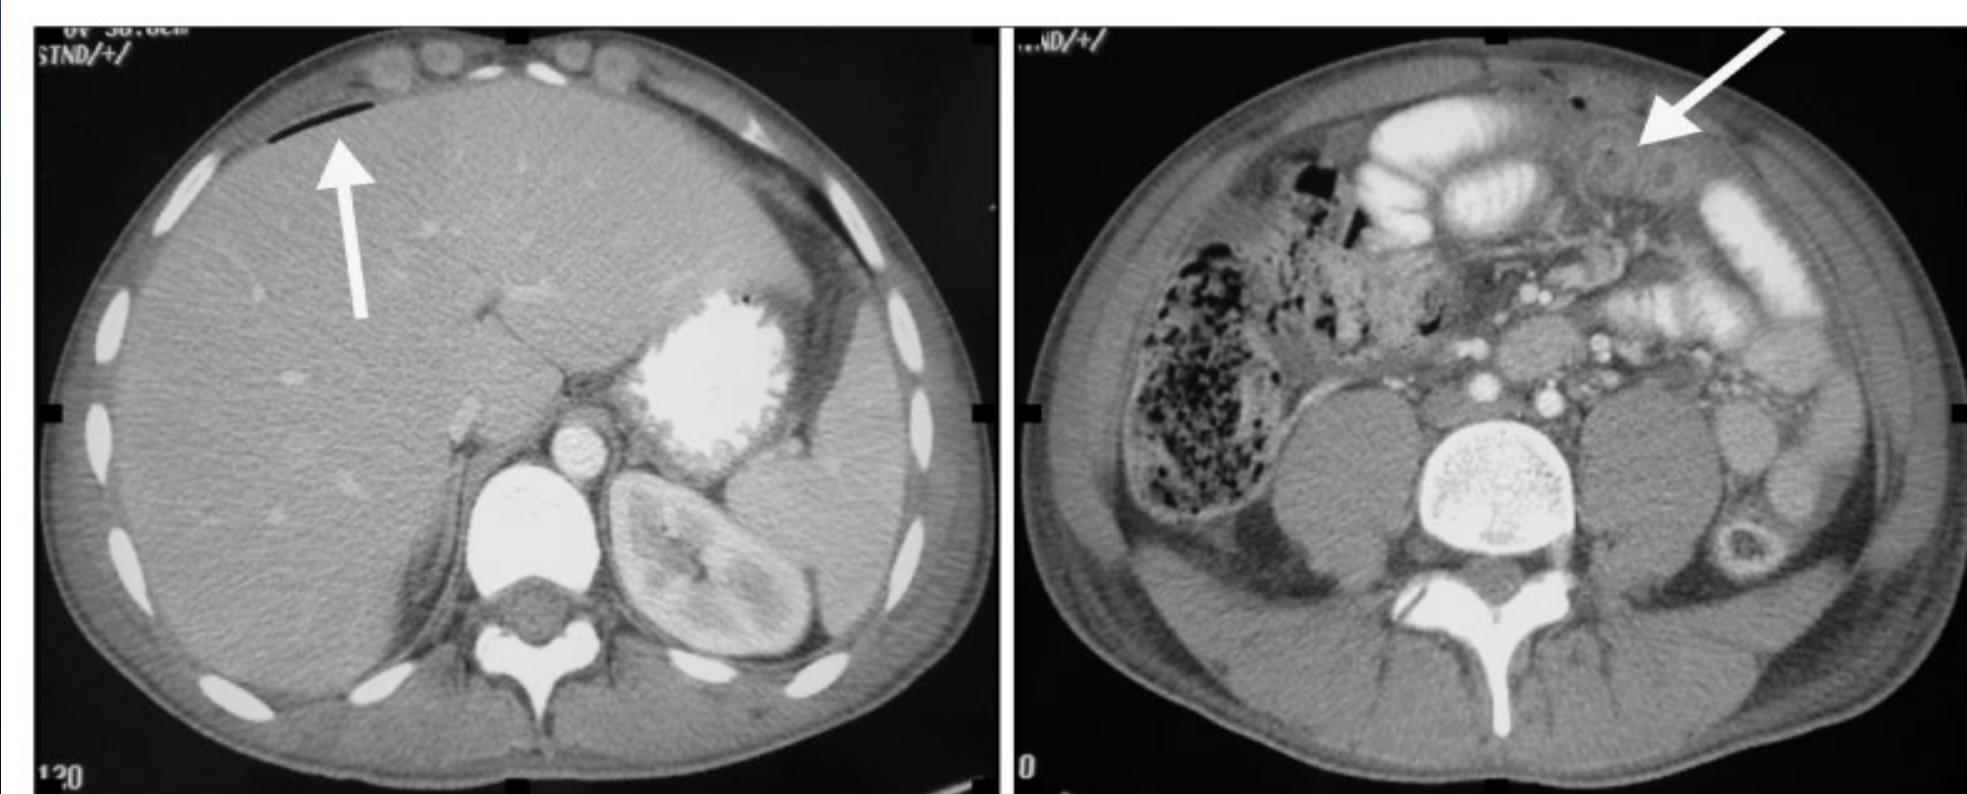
Abdominal CT scan: pneumoperitoneum with free peritoneal liquid and thickening of jejunal loops.
